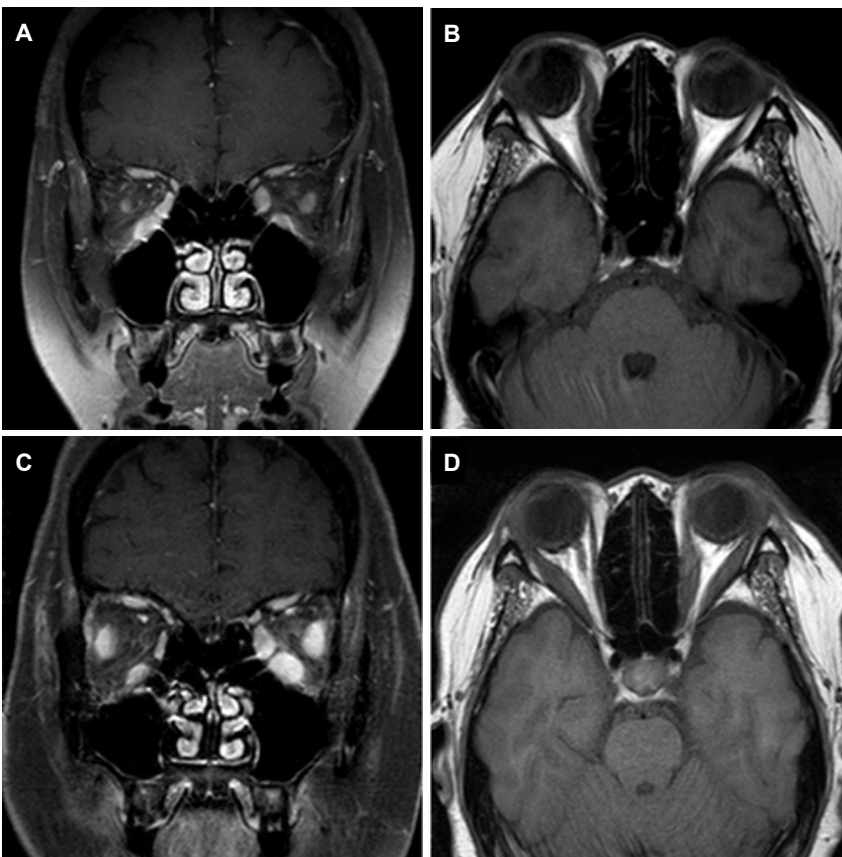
Initial orbit MRI (A, B). Coronal T1-weighted (A) and contrast-enhanced axial T1-weighted (B) images show enlargement and enhancement of bilateral lateral, left medial and inferior rectus muscles in muscle belly portion (not in insertion portion). Follow-up orbit MRI (C, D). Coronal T1-weighted (C) and contrast-enhanced axial T1-weighted (D) images show new developments of right inferior and medial rectus muscles thickening and enhancement without involvement of the tendon at the end of the rectus muscles and slight decrease in size of thickened rectus muscles in the left inferior and medial rectus muscles and bilateral lateral rectus muscles. MRI; magnetic resonance imaging.
